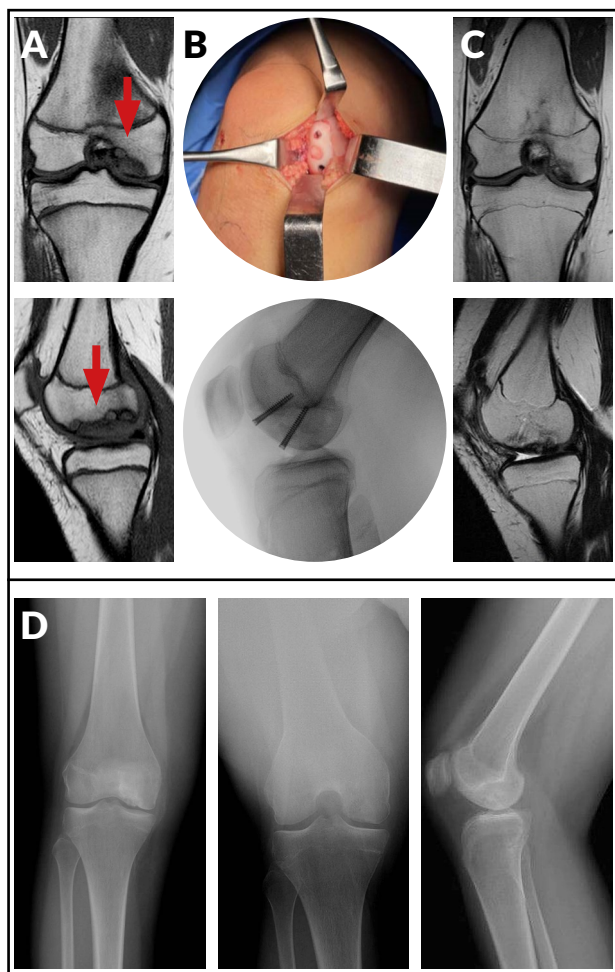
Fijación híbrida en una paciente de 14 años con osteocondritis disecante juvenil localizada en el cóndilo femoral medial. A) RNM DPFS sagital y coronal que demuestra lesión inestable de gran tamaño (flecha roja). B) Imagen intraoperatoria durante la colocación de un injerto osteocondral de 8 mm y 2 tornillos canulados. C) RNM a los 6 meses de evolución, luego del retiro del material de osteosíntesis, se evidencia la curación de la lesión y la incorporación del injerto. D) Radiografías de frente, túnel y perfil donde se observa la resolución completa de la lesión.
